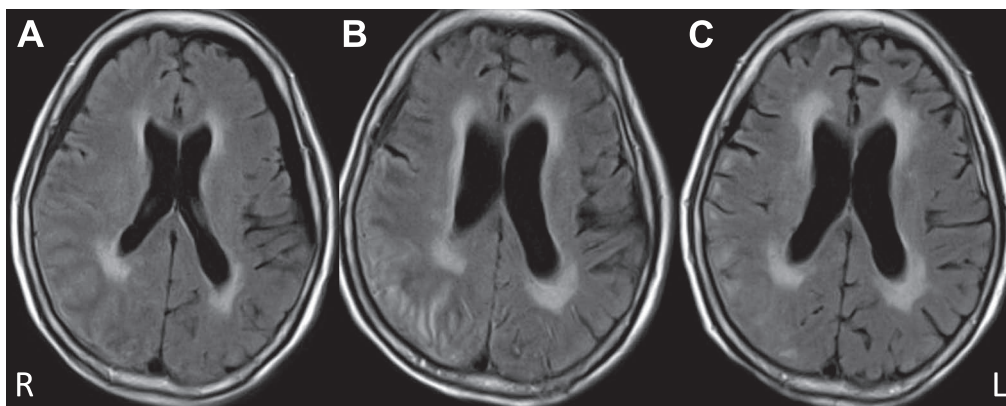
FLAIR images of the brain (1.5 T; TR/TE 9,000/108).
